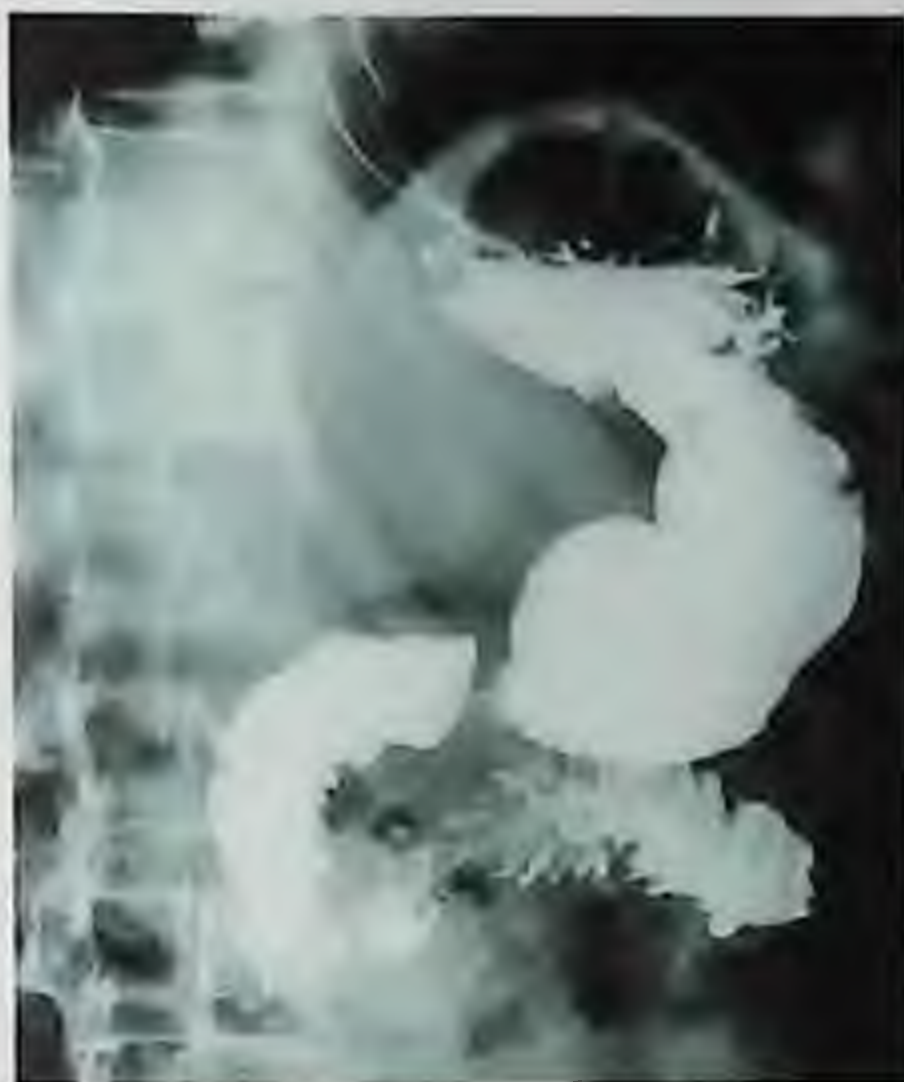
П43. Рентгенограмма. Рак желудка
